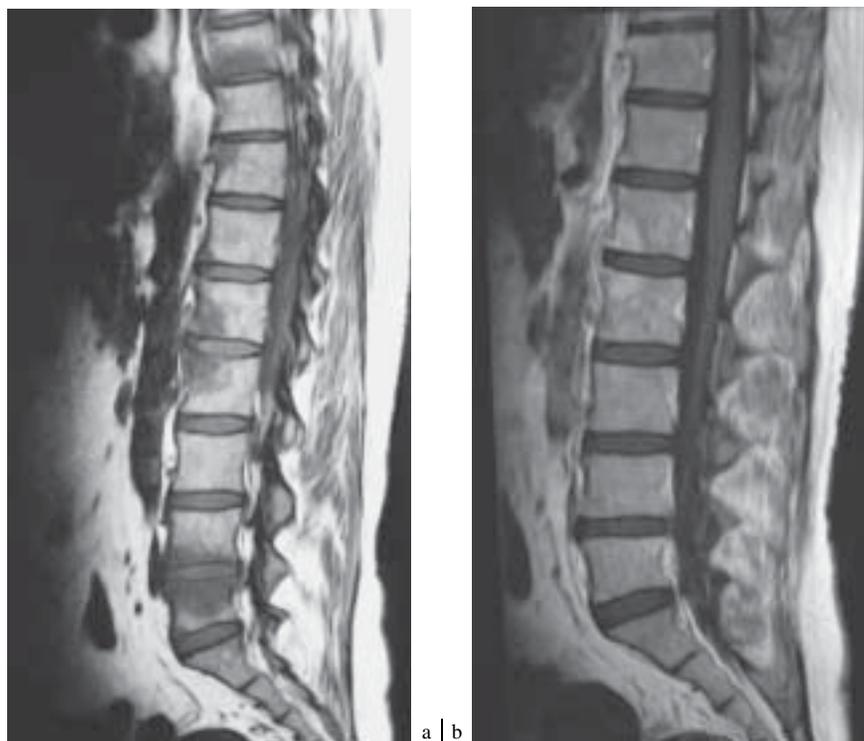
a) IRM séquence en pondération T1 : lésions inflammatoires, hypointenses, des corps vertébraux de D9, D11, L1, L2, L4 et L5 ; b) IRM pondération T1 : rehaussement après injection de gadolinium, de la lésion situé en L1 et L2.
